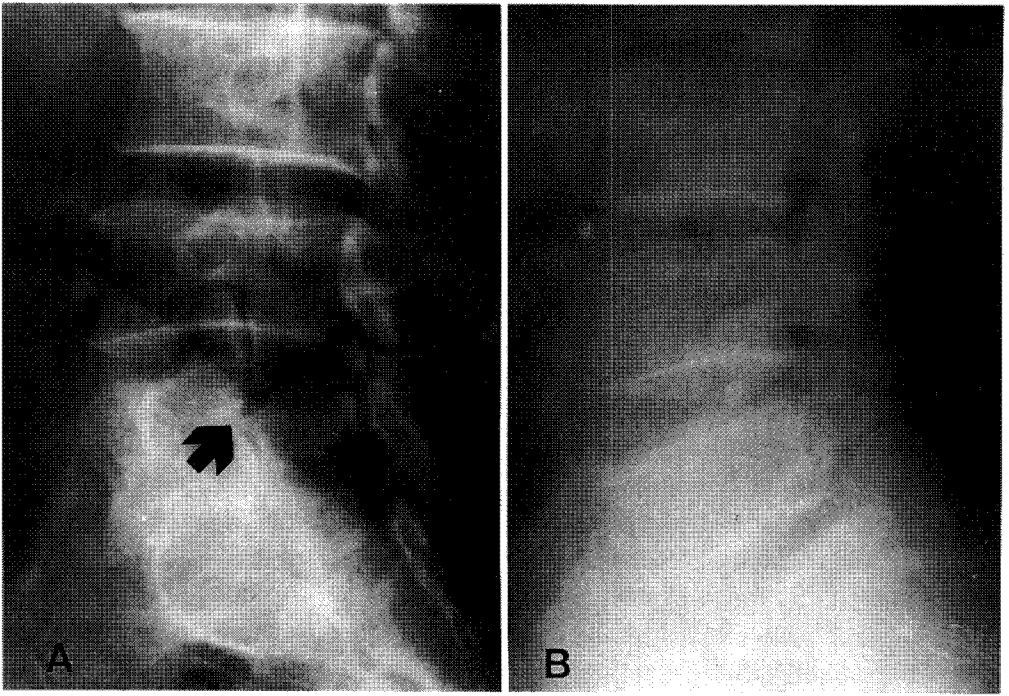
A and B. Preoperative oblique and lateral roentgenogram, showing a defect of the pars interarticularis at fifth lumbar level.
